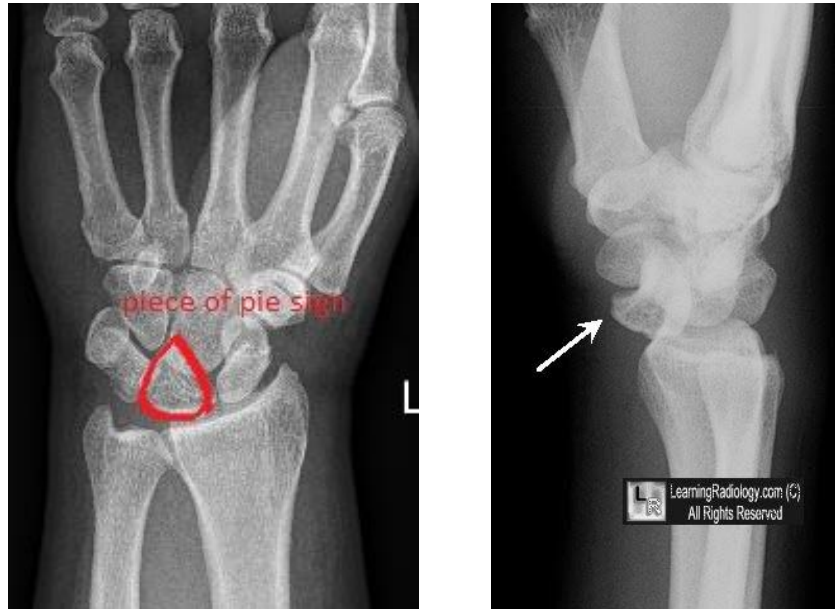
Figura A) Luxación pura de semilunar, en la que se observa en forma de pieza de pie o rebanada de pastel (*piece of pie sign*) en la radiografía anteroposterior. Figura B) Proyección lateral en la que se observa un desplazamiento volar del semilunar que da una apariencia de taza de té a punto de derramarse o derramándose (*spilled teacup sign*).
